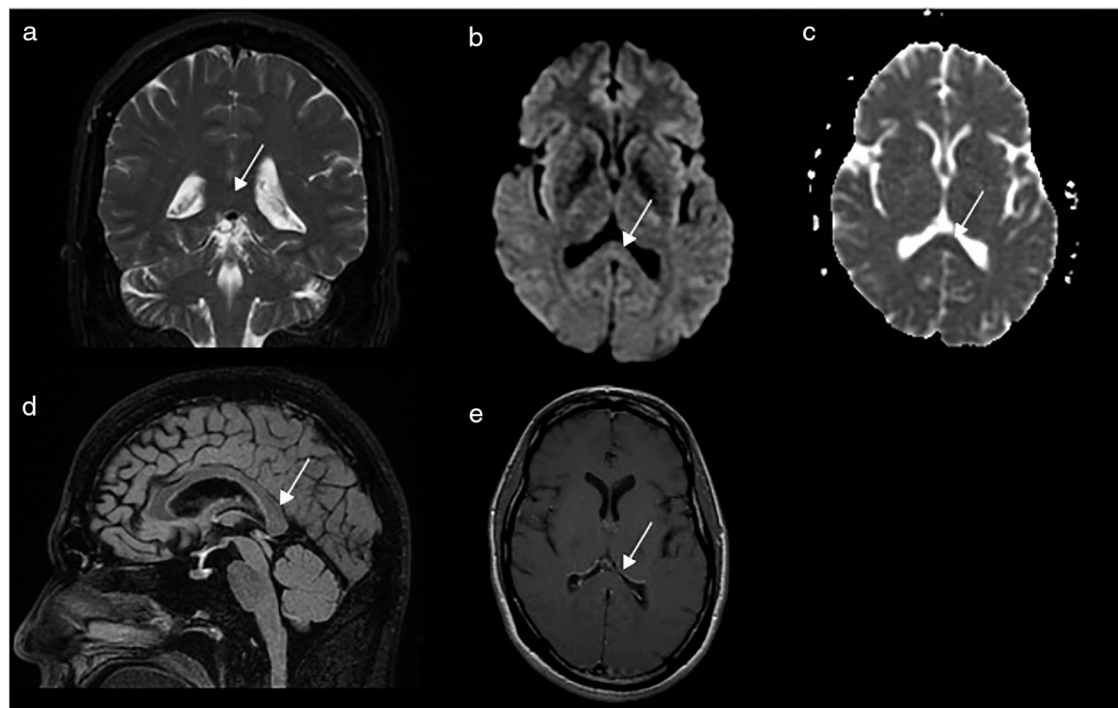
Mismo paciente que en la figura 1. Secuencias FSE T2 coronal (a), EPI DWI axial factor $b = 1000$ (b), FSE CUBE FLAIR 3D sagital (d) y FSE T1 axial poscontraste iv (e), así como mapa ADC en escala de grises axial (c) obtenidos en el plano del esplenio del cuerpo calloso en equipo de 1,5T, 17 días después de los mostrados en la figura 1. Nótese la resolución completa del edema citotóxico del esplenio del cuerpo calloso (flechas blancas) y la ausencia de lesiones en el resto del parénquima visible.
